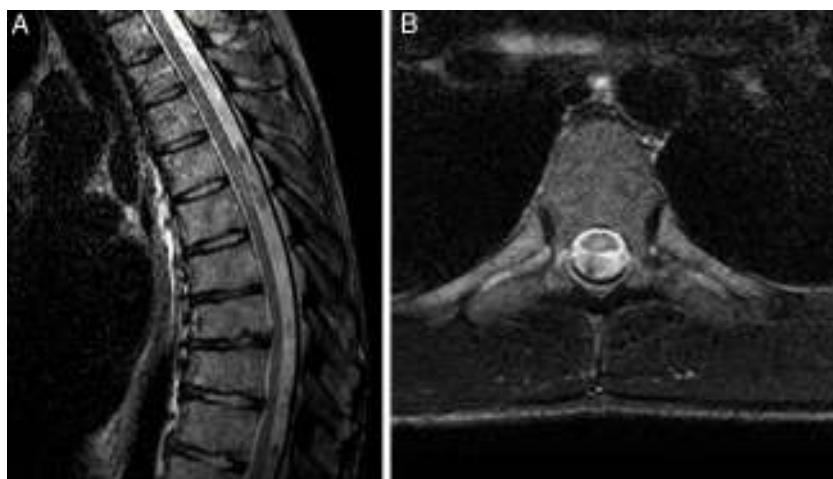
Proyección axial (A) y transversal (B) de RMN de columna dorsal (secuencia T2), con imagen hiperintensa en mitad posterior medular a nivel T5-T6, sin efecto masa, captación, ni edema, compatible con mielomalacia residual.
